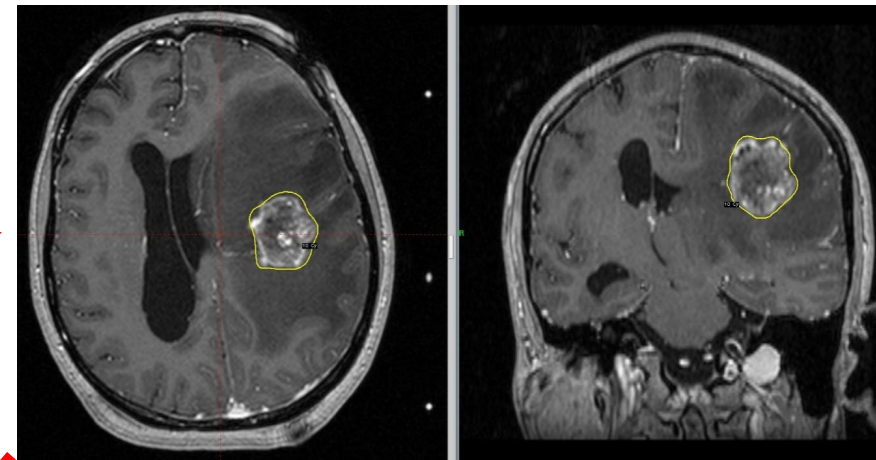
МРТ в режиме T1 с к/у на момент первого этапа СТХ. Увеличение диаметра опухоли до 3,0 см (объем 12,9 см³), выраженный перифокальный отек, смещение срединных структур на 15 мм.
